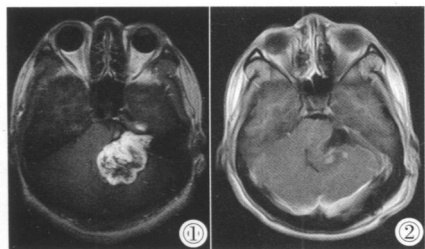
部分囊性变听神经瘤术前 MRI 增强影像
